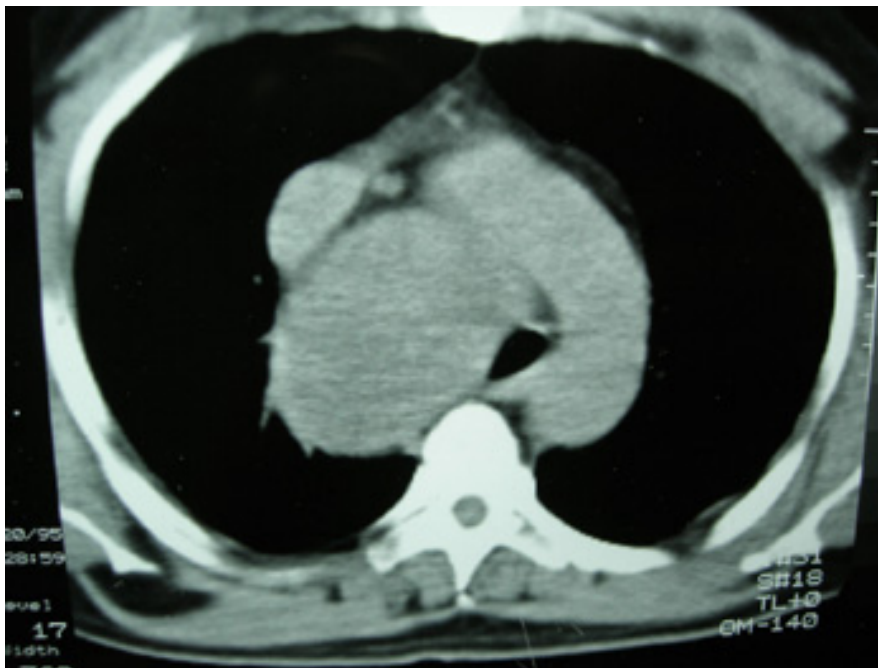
Tomografía de tórax que muestra bocio retroesternal adyacente a la aorta torácica.
